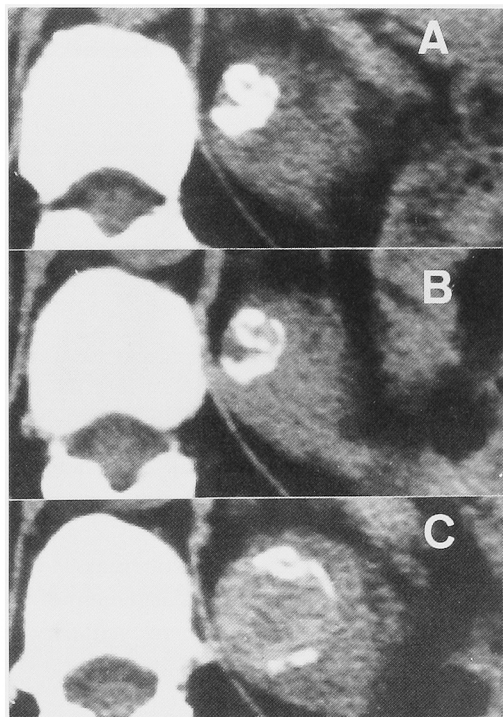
CT shows a calcification at the upper pole of the left kidney (A). Almost no change in the calcification 15 months later (B). There is a tumor within a ring-like shaped calcification 22 months later (C).
